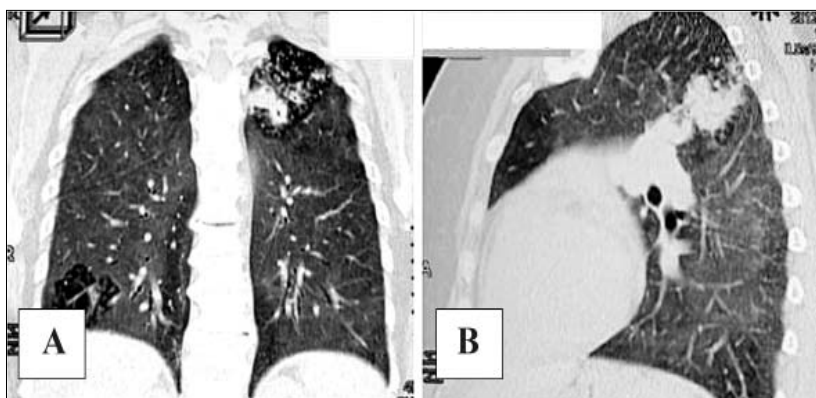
HRCT pulmonară – consolidări pulmonare lob superior pe stânga și lob inferior pe dreapta, pe fundal de sticlă mată bilateral
